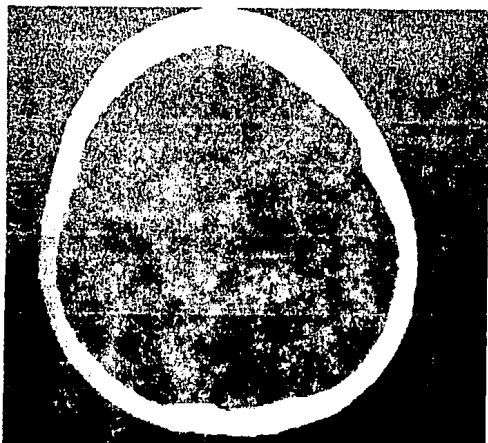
Tomografía simple. Se observa imagen hipodensa, amorfa, localizada en la región parietal derecha.
